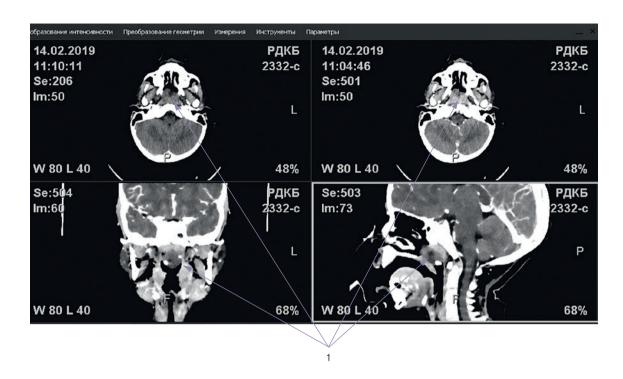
Компьютерная томография 1 — Новообразование носоглотки.
